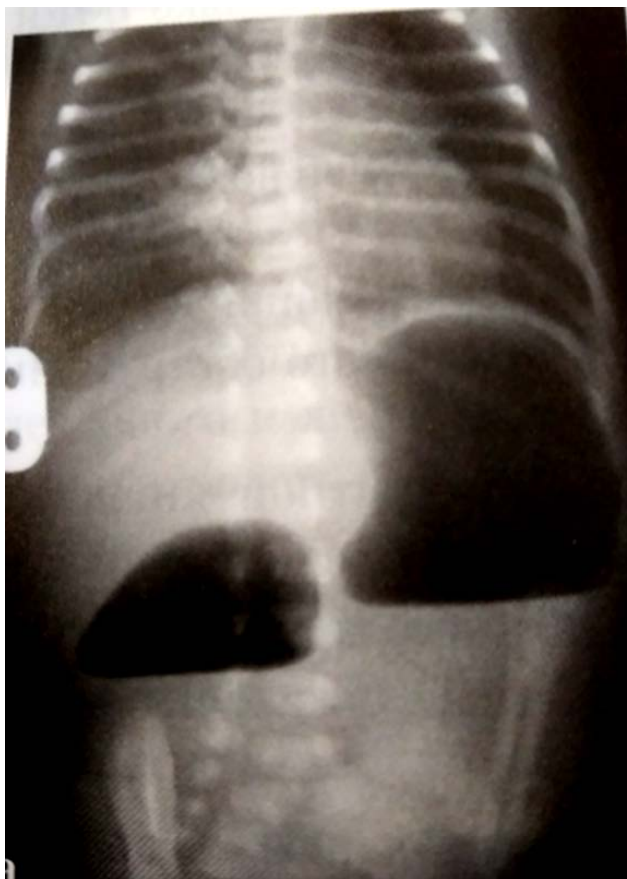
Обзорная вертикальная рентгенография органов брюшной полости, симптом «double bubble»
